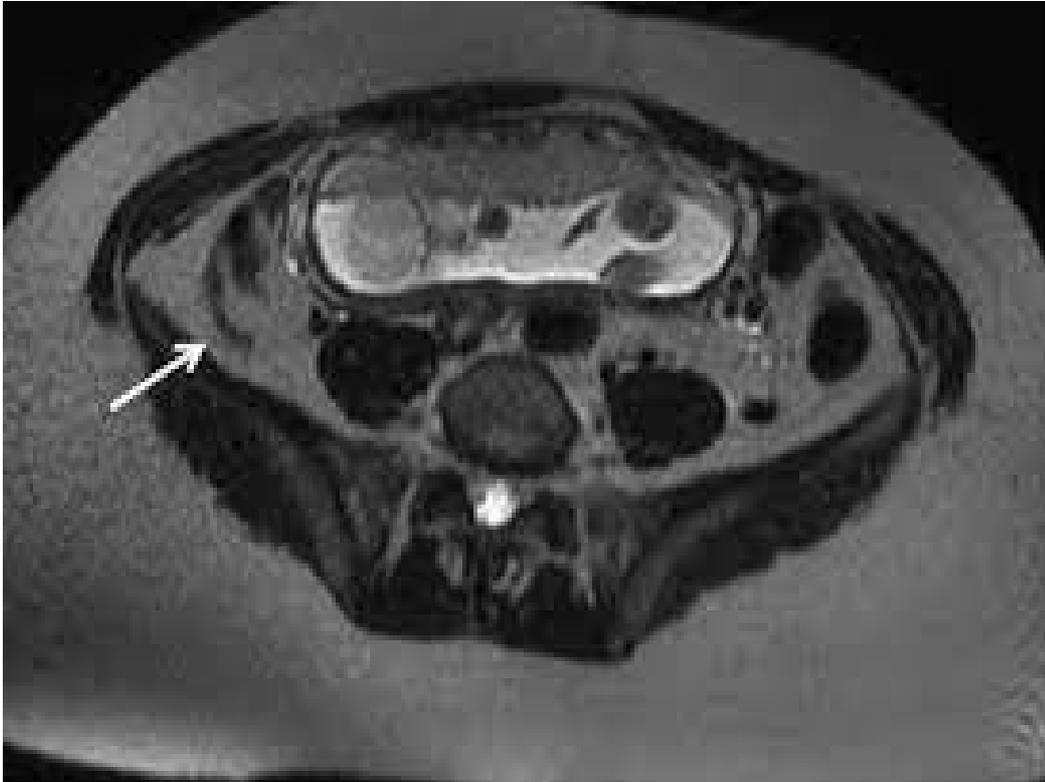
RMN de Abdomen, donde se observa imagen compatible con apéndice vermiforme. Barahona D. Abdomen agudo en el embarazo. Evaluación por resonancia magnética. Rev Chil Radiol 2015; 21(2): 70-75.
